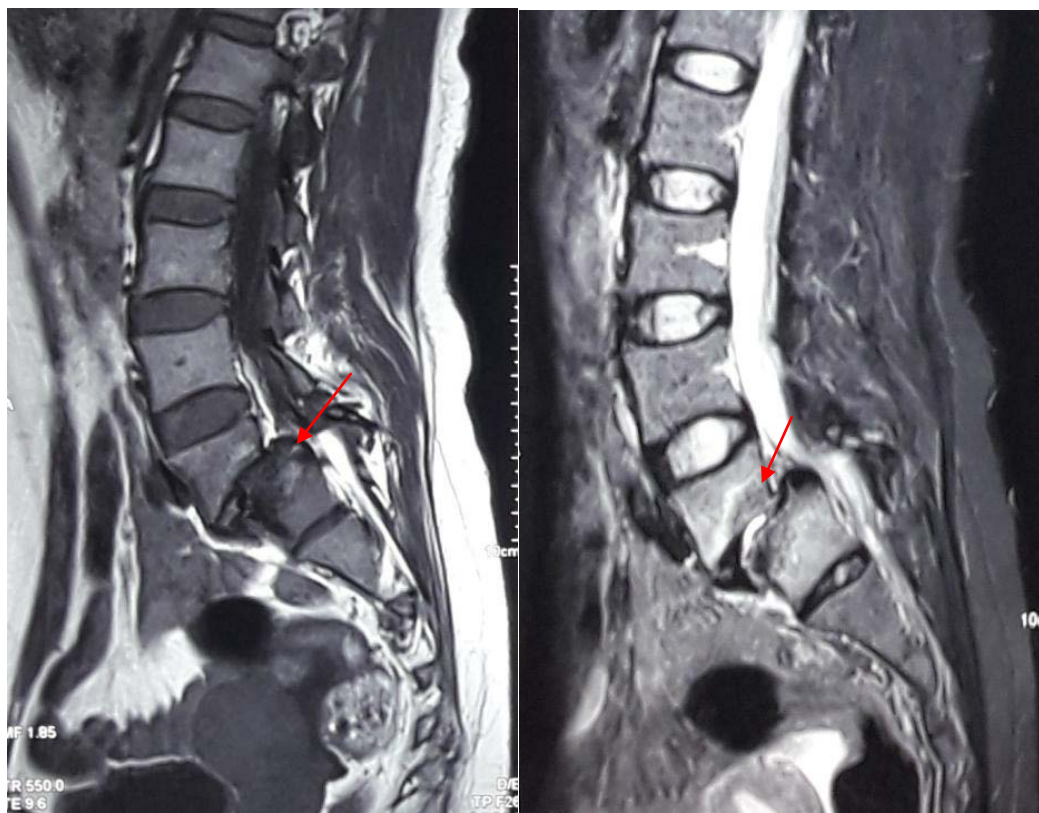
IRM du rachis lombosacré avec remaniements des plateaux vertébraux L4 et L5 en hyposignal T1 et hypersignal T2 (stade I de MODIC)
